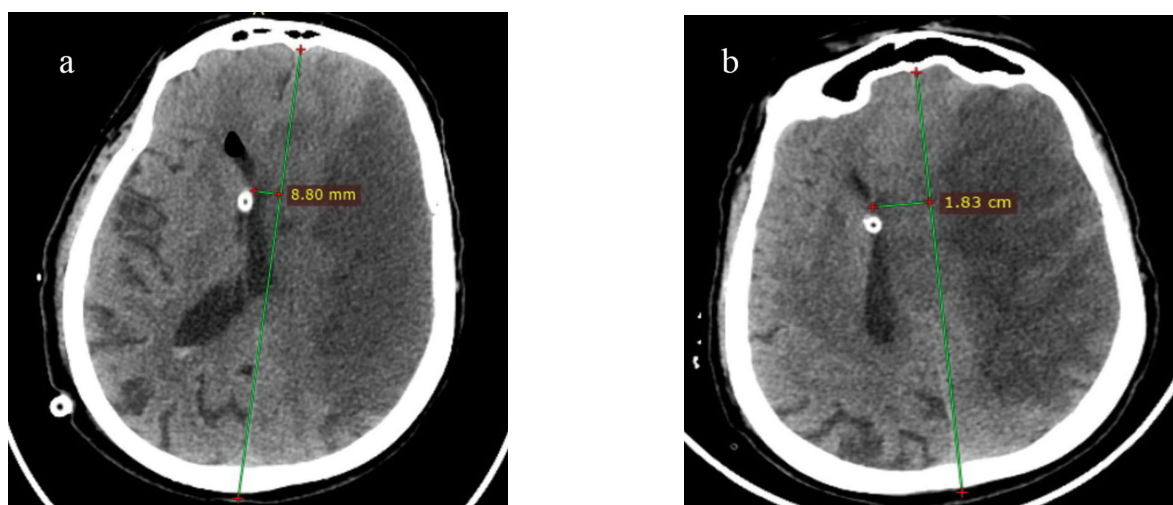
МСКТ головного мозга в динамике. а. Первые сутки после операции. Конец установленного НВД в правом переднем роге бокового желудочка. Отрицательная динамика в виде нарастания латеральной дислокации. б. Шестые сутки после операции, максимальный уровень латеральной дислокации до 18,3 мм
